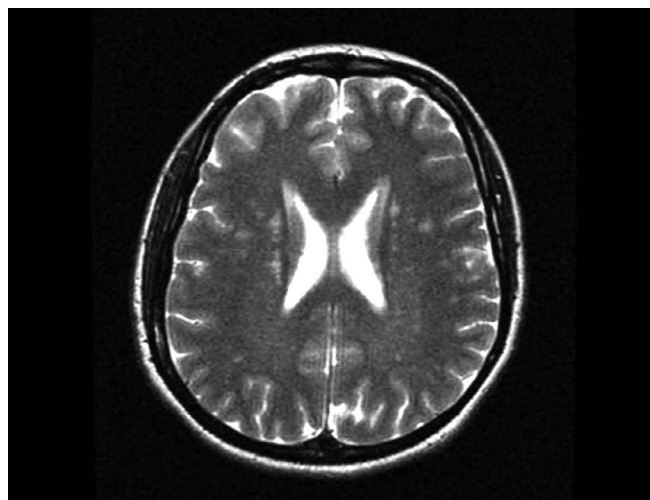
Hiperdensidades paraventriculares en un corte coronal por resonancia magnética de una paciente con CADASIL.
